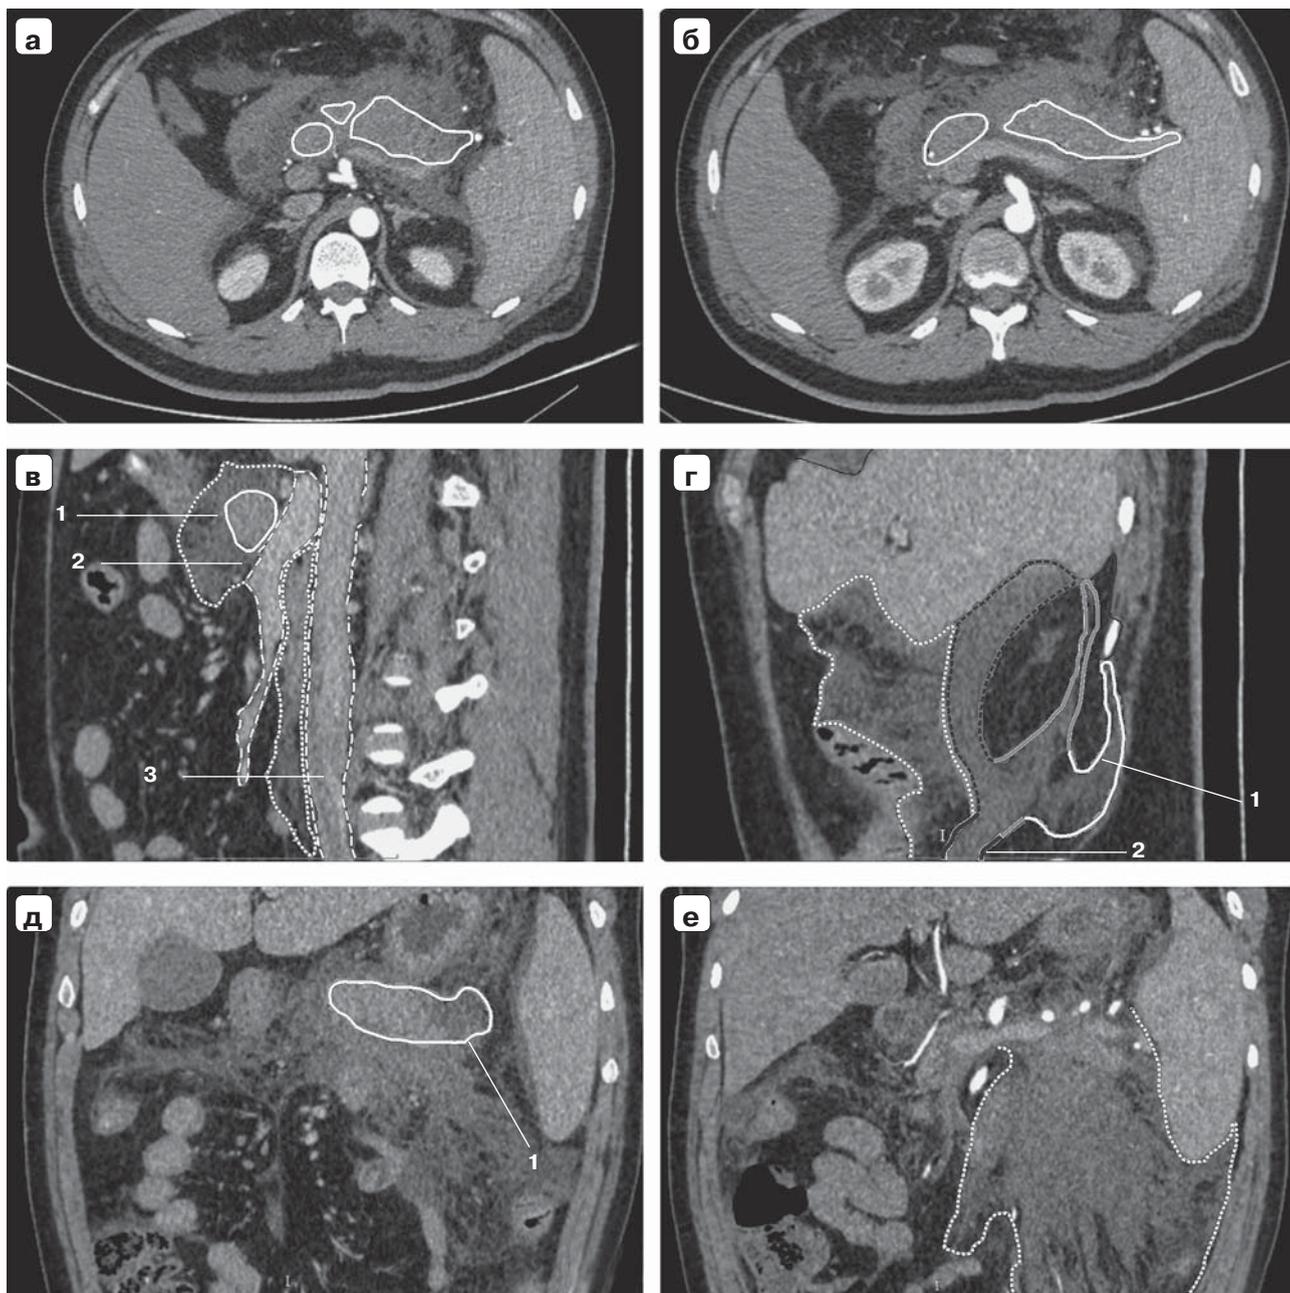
Компьютерная томограмма. Панкреонекроз, отек и инфильтрация забрюшинной клетчатки: а, б – ПЖ (обведена); в – головка ПЖ (1), воротная и верхняя брыжеечная вена (2), нижняя полая вена (3); г – суб- (1) и межфасциальное (2) пространство; д – ПЖ (1), инфильтрация парапанкреатической и позадибрыжеечной клетчатки; е – отек позадибрыжеечной клетчатки.
